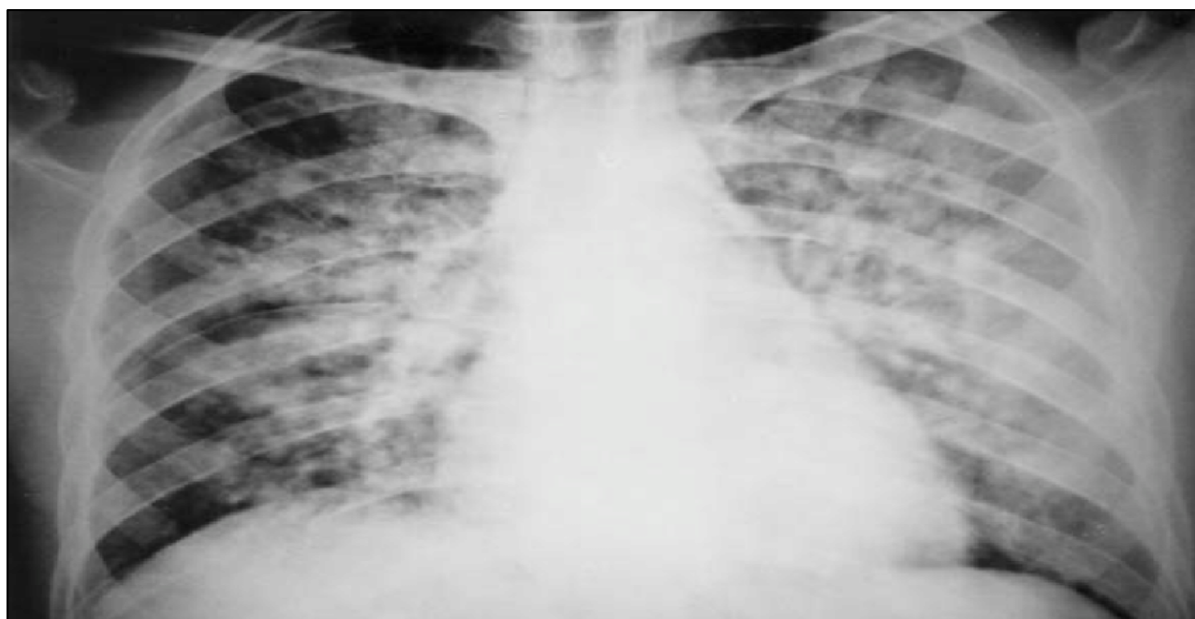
Síndrome cardiopulmonar por Hantavirus. Fuente: Ferreira M. Síndrome cardio – pulmonar por *Hantavirus*. Radiografía de tórax con infiltrado retículo micronodular difuso bilateral. 2009. Disponible en: <https://shre.ink/9E61> (36).
